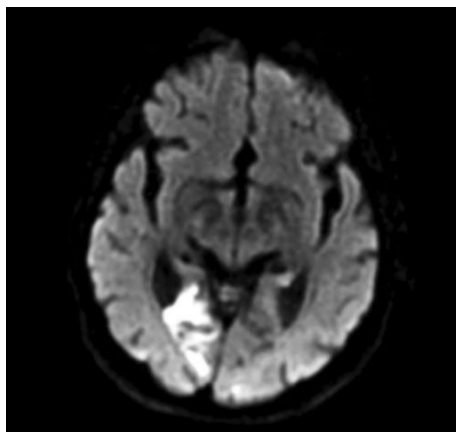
RM de encéfalo; corte axial. Secuencia difusión. Lesión isquémica aguda a nivel occipital derecha.
